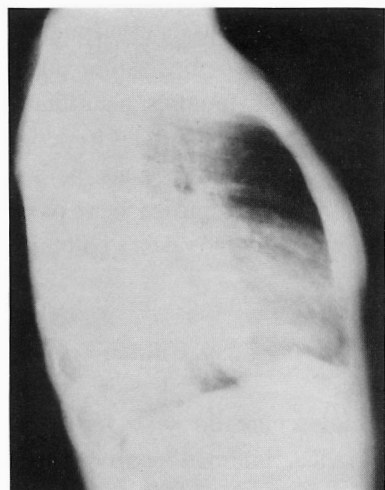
Radiografia de tórax em incidência perfil direito.
